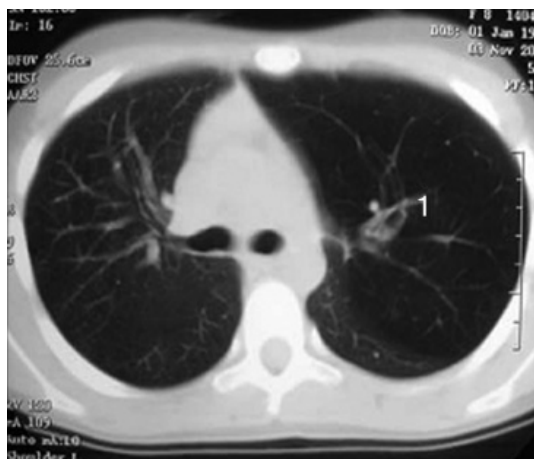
Компьютерная томограмма при врожденной лобарной эмфиземе.
